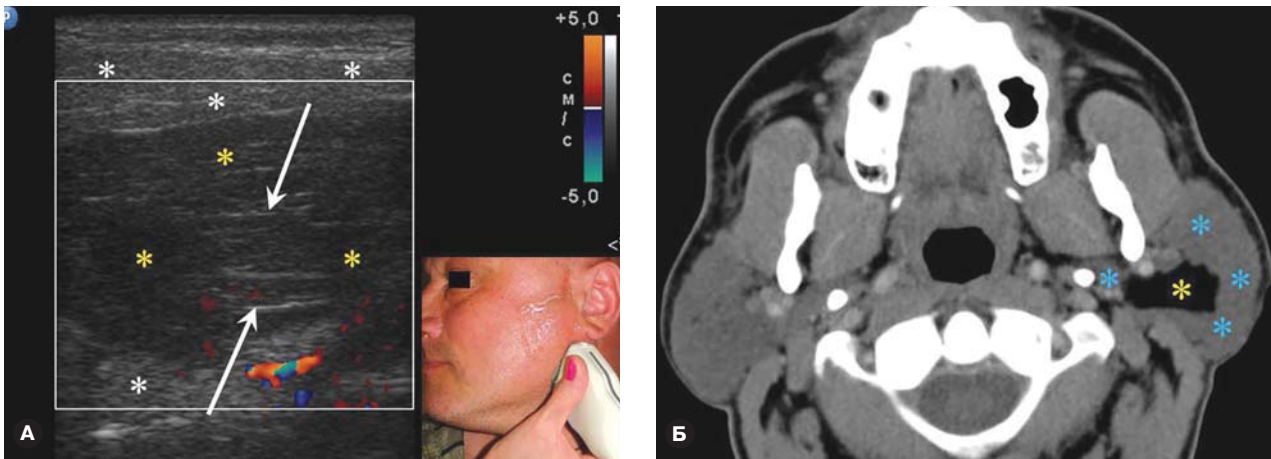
Липома лівий околушній слинної залози. А – на ехограмі в режимі кольорового доплерівського картирования (ЦДК) в товщі слинної залози (білі зірки) візуалізується аваскулярне гіпоехогенне утворення (жовті зірки) 39×22 мм неправильної форми з чітким рівним контуром, а також багаточисельними тонкими гіперехогенними (сполучливо-тканними) прошлойками (білі стрілки). При компресії опухоль легко змінює свою форму. Б – при МСКТ з в/в контрастуванням визначається гомогенне утворення (жовта зірка) околушній слинної залози (сині зірки) розмірами 22×36 мм щільністю -120 НУ, контраст не накопичує.
